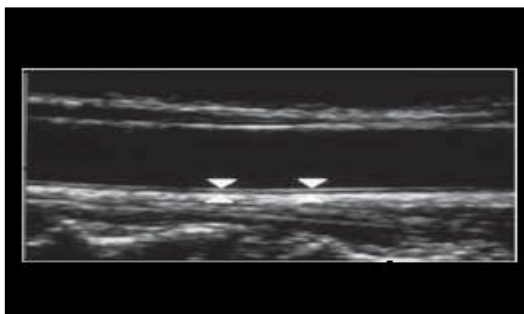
EIMc à l'échodoppler en mode B (273)
